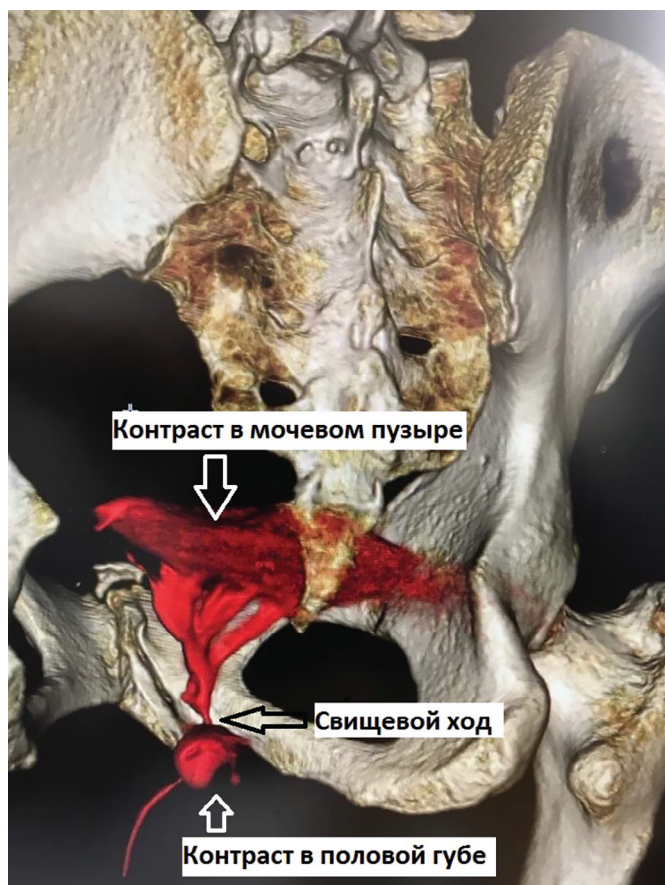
Больная А. КТ-фистулография с 3-D реконструкцией
